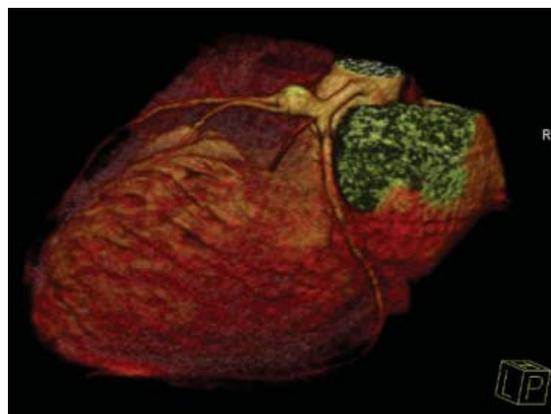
Angio-TAC coronaria. Aneurismas en los segmentos proximales de la arteria descendente anterior y la arteria coronaria derecha.
